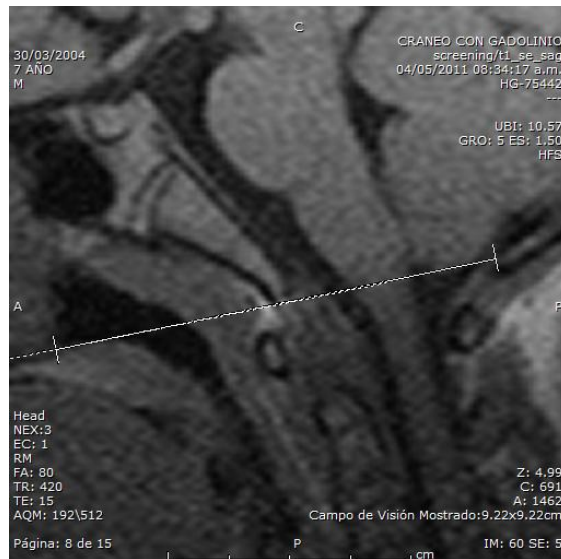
RM de cráneo ponderada en T1, en corte sagital de paciente masculino de 7 años de edad, sin evidencia de alteración estructural, dónde se observa posición de las amígdalas cerebelosas a 0 mm de la línea de Chamberlain.
